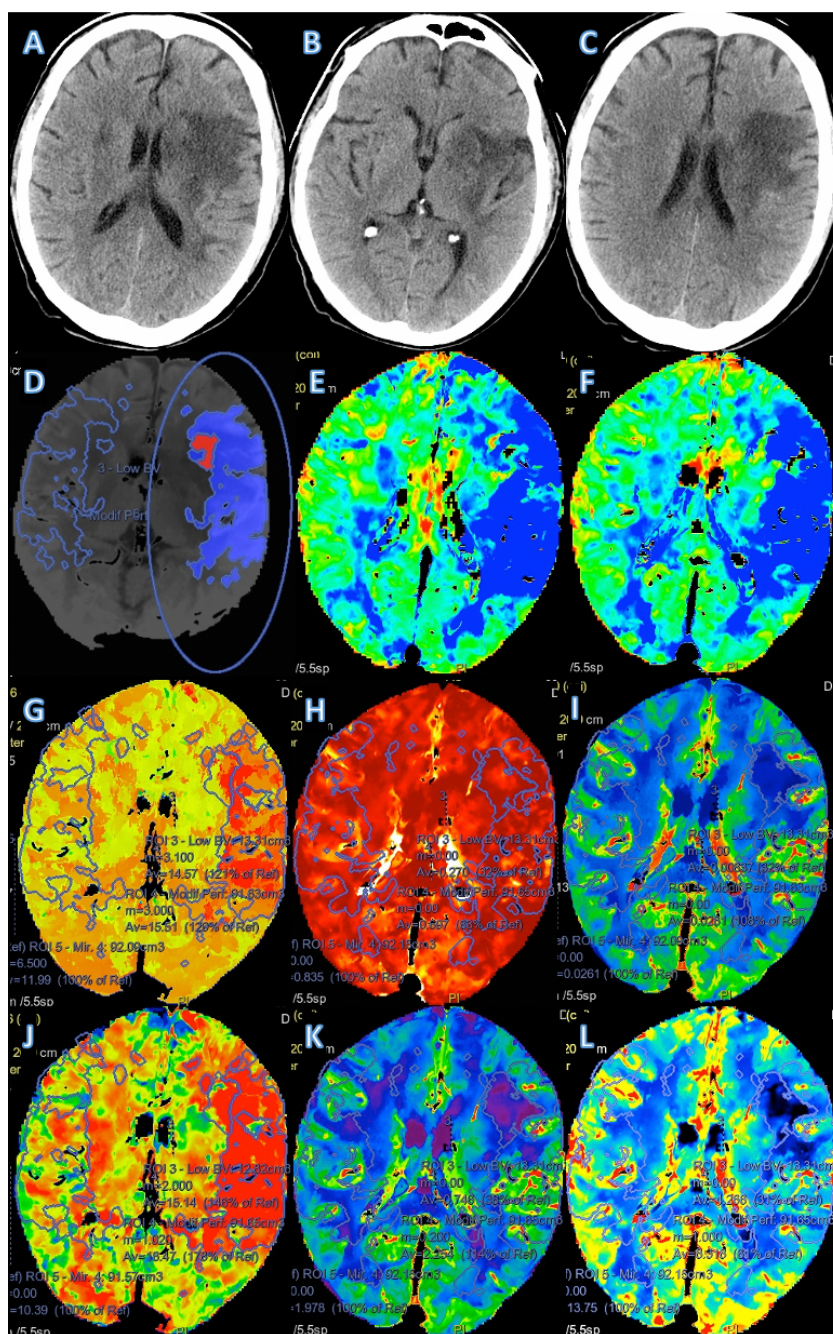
Același pacient, Perfuzie TC de control peste 4 zile, leziune ischemică constituită și penumbra persistentă.
